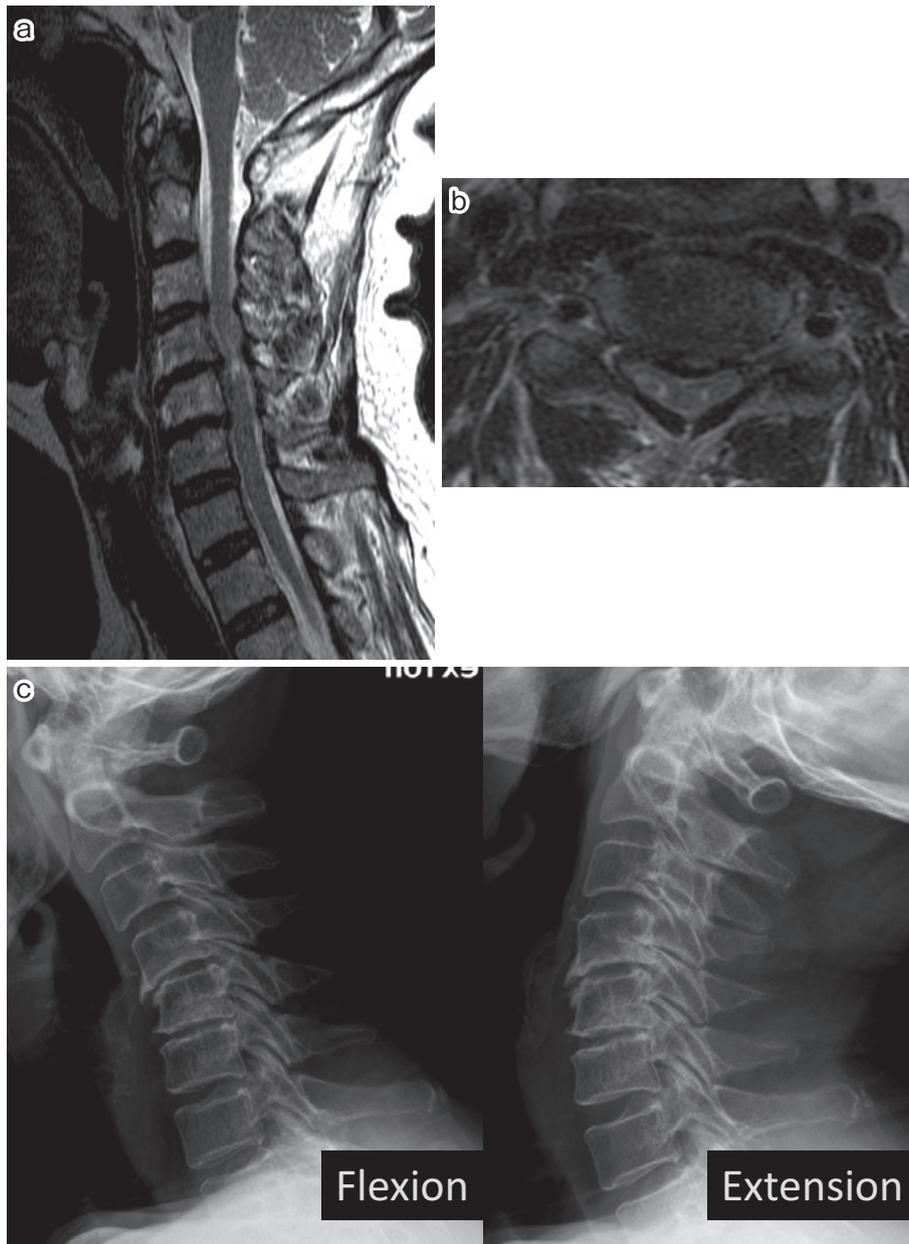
(a), (b) : 症例1の初診時MRI. C4/5, 5/6高位で頸髄の圧迫所見あり, C4/5では髄内輝度変化もみられる. (a) 矢状断 (b) 水平断 (c) : 単純X線. C4/5・5/6で椎間板腔の狭小化あり. 環軸椎の亜脱臼なし.
